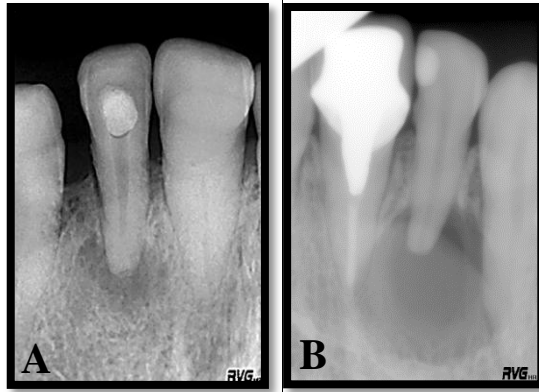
A: Radiografia de dente 2.2 com diagnóstico de PAC. B: Radiografia de dente 1.2 com lesão de grande tamanho. Fonte: Projecto microbiológico “Analysis of endodontic pathogens by classical microbiological and nucleic acid approaches”.
